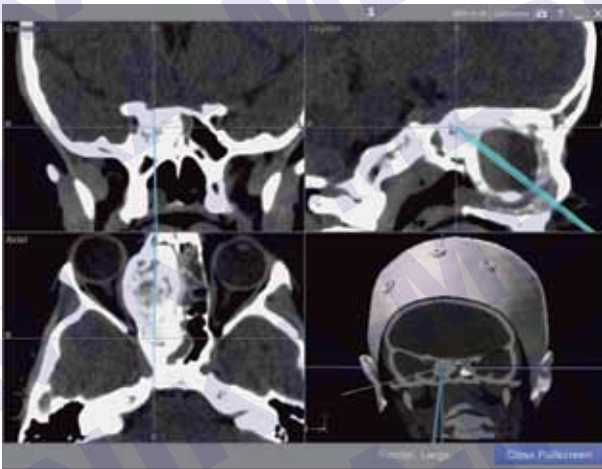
Изображение экрана навигационной системы (КТ пациента в фронтальной, аксиальной и сагиттальной проекциях, 3D-реконструкция) — пересечением двух линий показано месторасположение хирургического инструмента (основание черепа)
